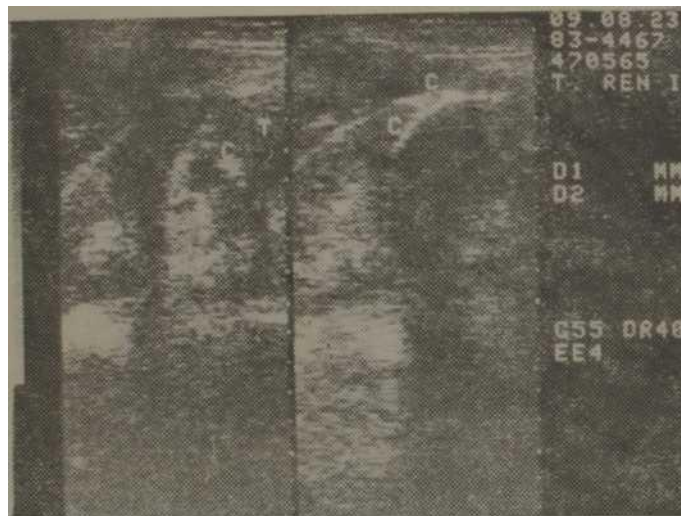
Ecografía renal. Zona ecogénica tumoral del polo inferior del riñón izquierdo con calcificaciones.
